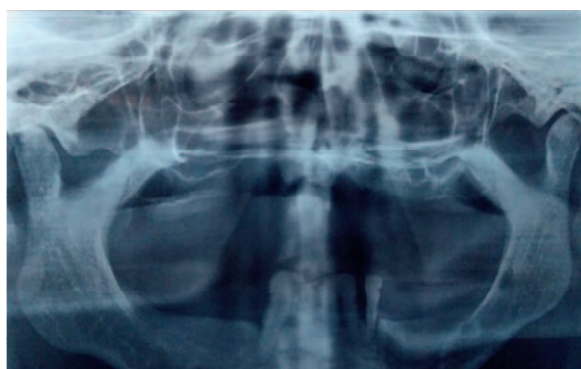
Radiografia panorâmica mostrando comprometimento periodontal.
